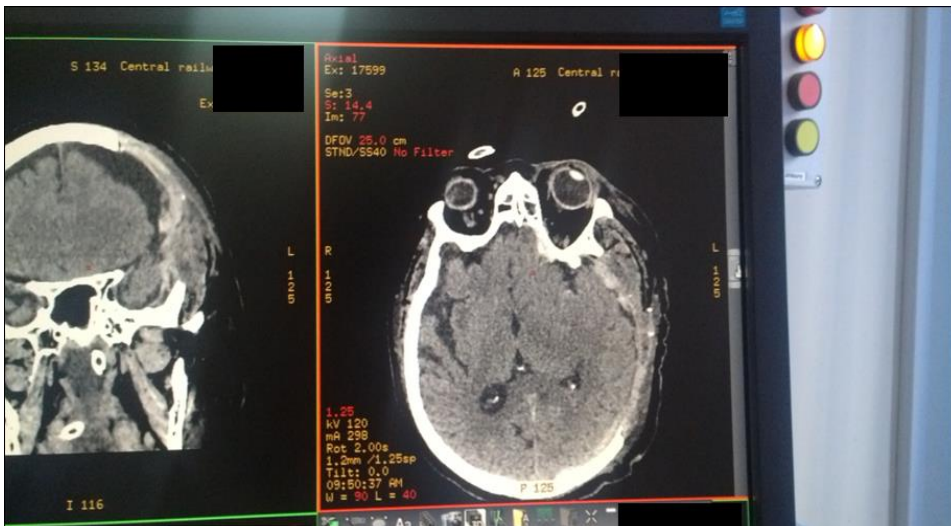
КТ картина после операции.
